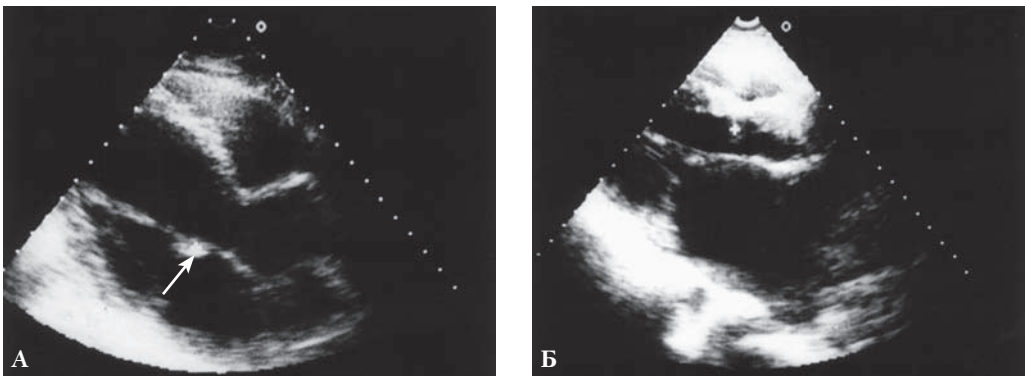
Эхокардиографическая картина изолированных малых вегетаций в ранней стадии первичного инфекционного эндокардита. А – шаровидная вегетация на крае передней створки митрального клапана (стрелка); Б – вегетация в субаортальной области межжелудочковой перегородки (+). Продольное сечение сердца из парастерального положения датчика.
